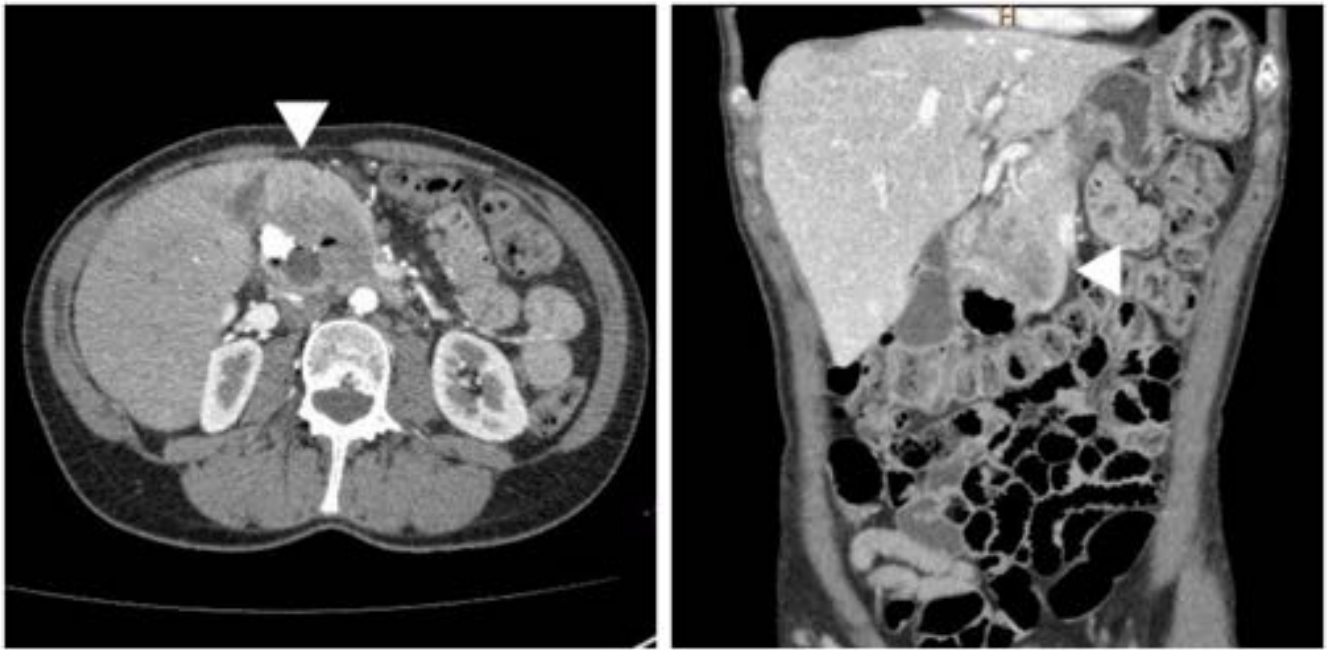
Mujer de 54 años. TC: lesión heterogénea en surco pancreático duodenal, que se encuentran en íntimo contacto con la pared duodenal, de crecimiento exofítico en paciente asintomática. Posteriormente se demostró GIST de bajo grado de duodeno.
